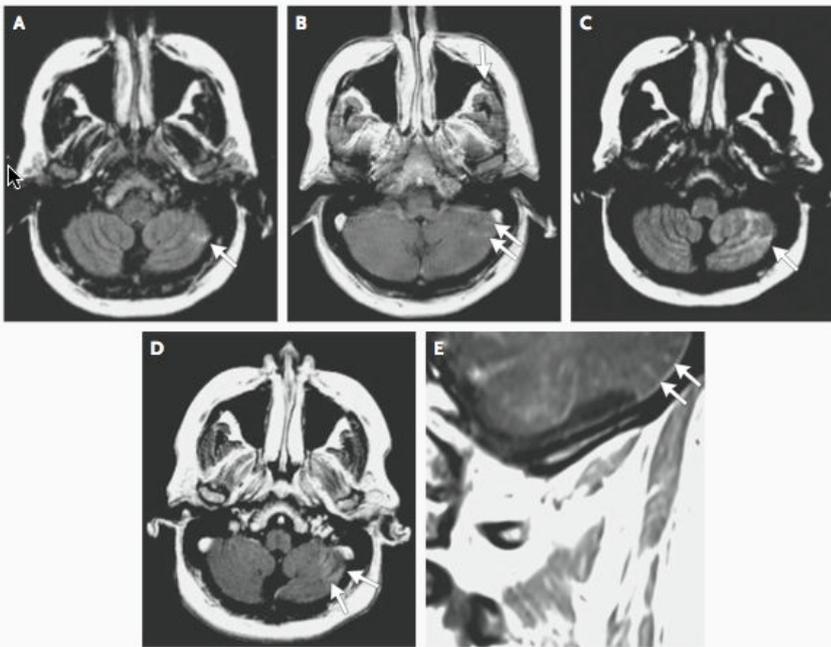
MRI Scans of the Cerebellum.
